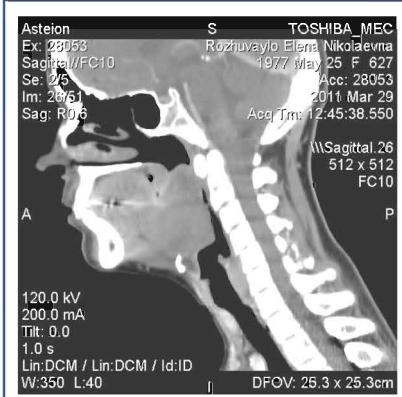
Спіральна КТ голови та шиї хворої Р.
